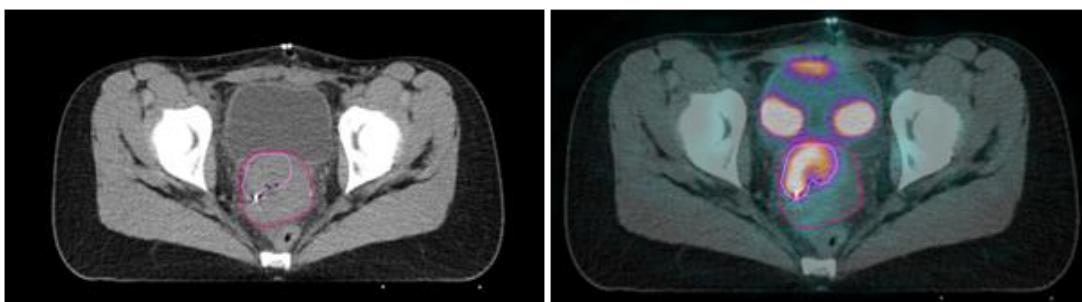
Imagens de TC de planeamento e de PET co-registada com TC de planeamento; notar o delineamento de volumes (Velocity AI®, IPOC, 2013)
